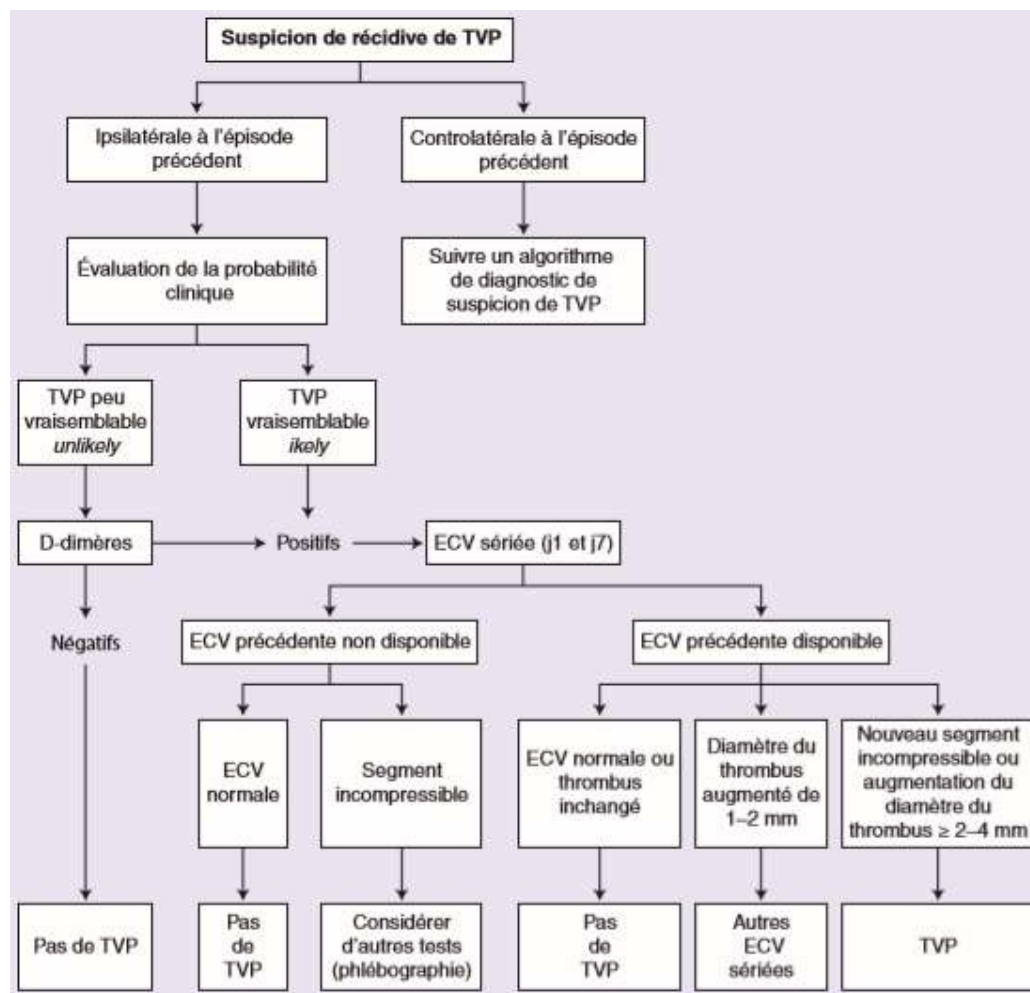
Diagnostic devant la suspicion de récurrence de thrombose veineuse profonde (ECV= échographie de compression veineuse) (1)
